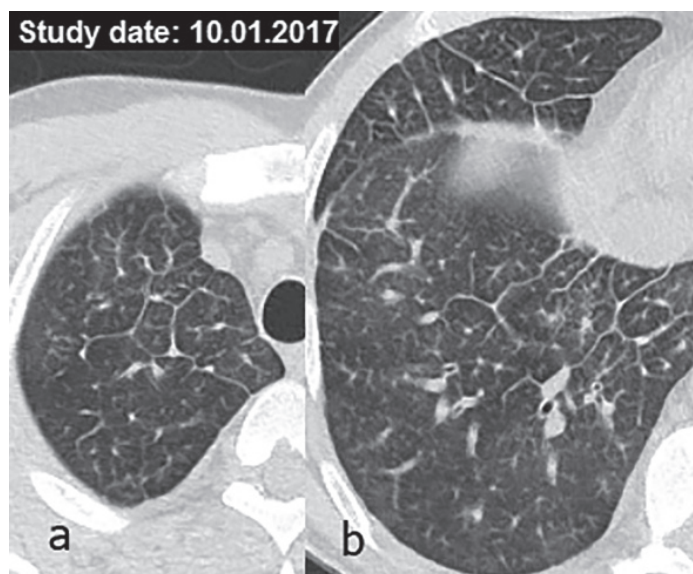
КТ ОГП хворого П. — аксіальні зрізи на рівні верхівки (а) та базальних сегментів (b) правої легені; ліфогенний карциноматоз легень: виражене рівномірне потовщення міждолькових перегородок
